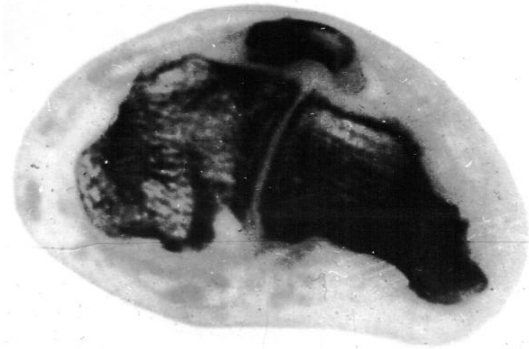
Компьютерная томография левой стопы больного Б. после лечения. Горизонтальная проекция. Скан № 18
